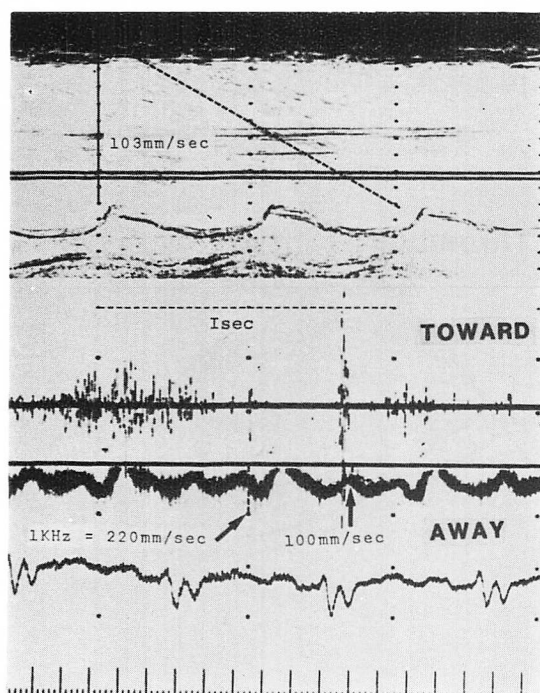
Pulsed Doppler echocardiogram of Case 1.
